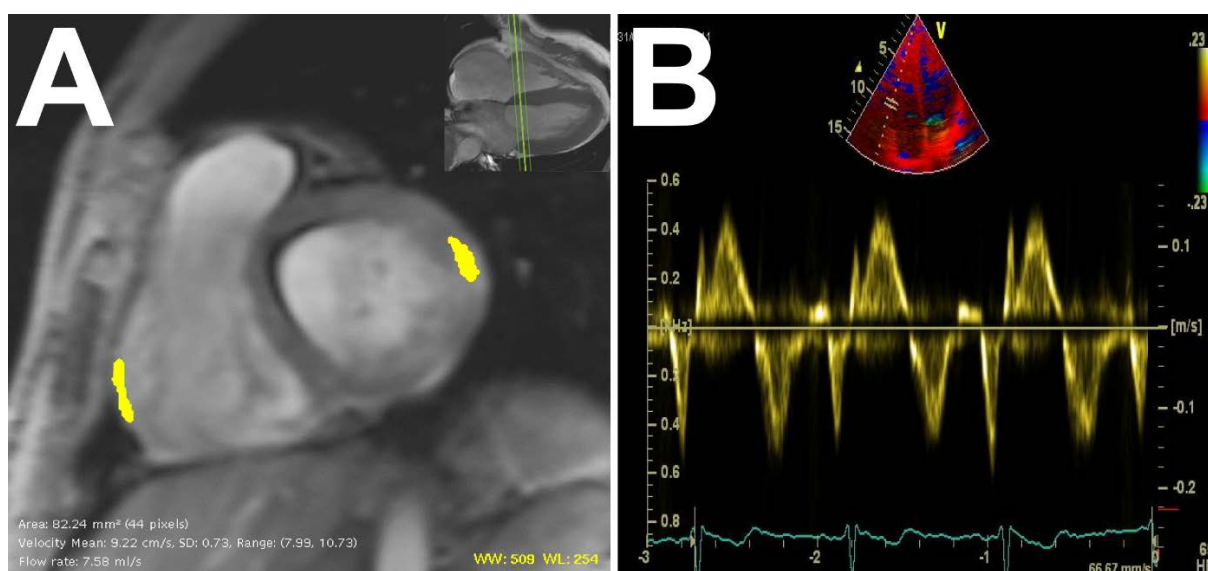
Position des régions d'intérêt utilisées pour mesurer les vitesses, en IRM à contraste de phase (A à gauche), et en échographie cardiaque Doppler (B à droite). En échographie, l'observateur utilise la vue 4 cavités présentée dans la partie haute de l'image pour positionner le volume d'intérêt (entre les deux barres) sur le segment basal latéral du ventricule droit et obtient immédiatement la forme de la courbe. En IRM, les régions d'intérêt sont positionnées en post-traitement sur une vue petit-axe (A). Le plan petit-axe basal a été prescrit sur une vue grand axe horizontal en fin de systole comme affiché dans l'image incrustée (A en haut à droite)
